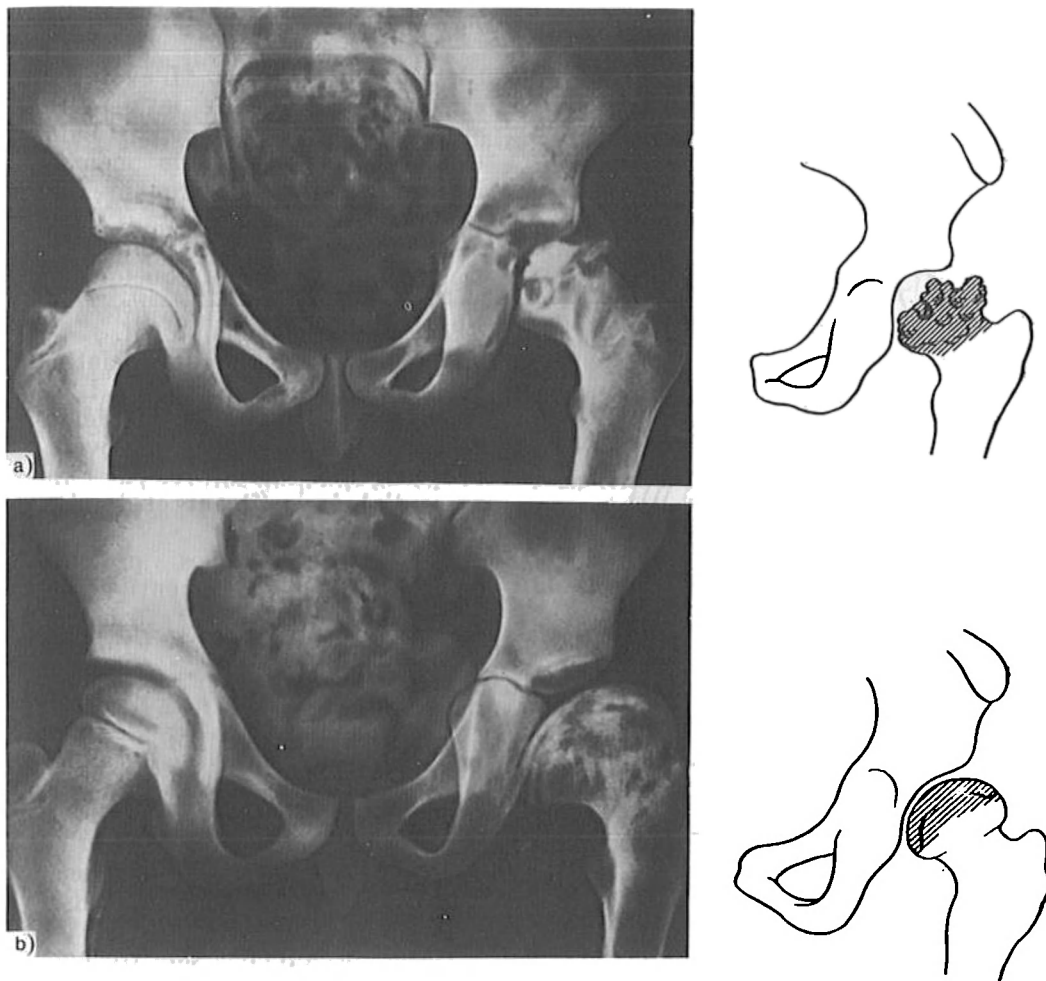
Ostéochondropathie de la tête fémorale ou maladie de Legg-Calvé-Perthes (radiographie):
